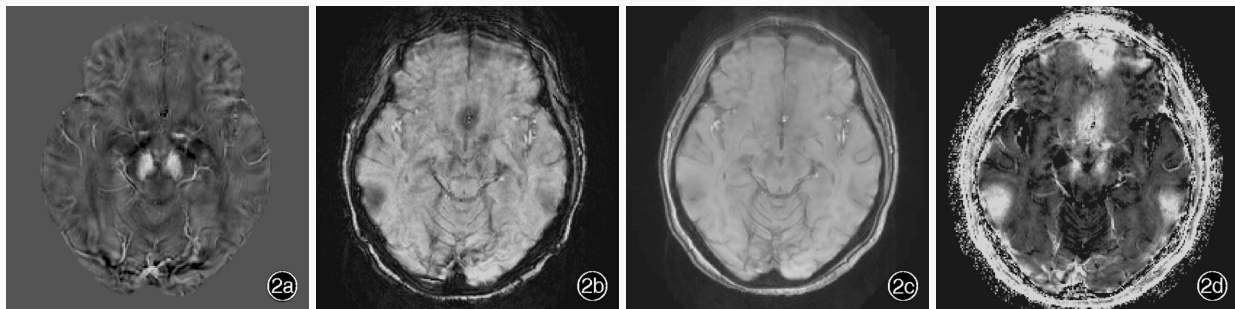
女性患者,57岁,临床诊断为帕金森病。头部MRI检查所见 2a 横断面QSM图未见黑质致密部背外侧区低信号影 2b~2d 同层面SWI图、幅度图和R<sub>2</sub>\*图均显示不佳
